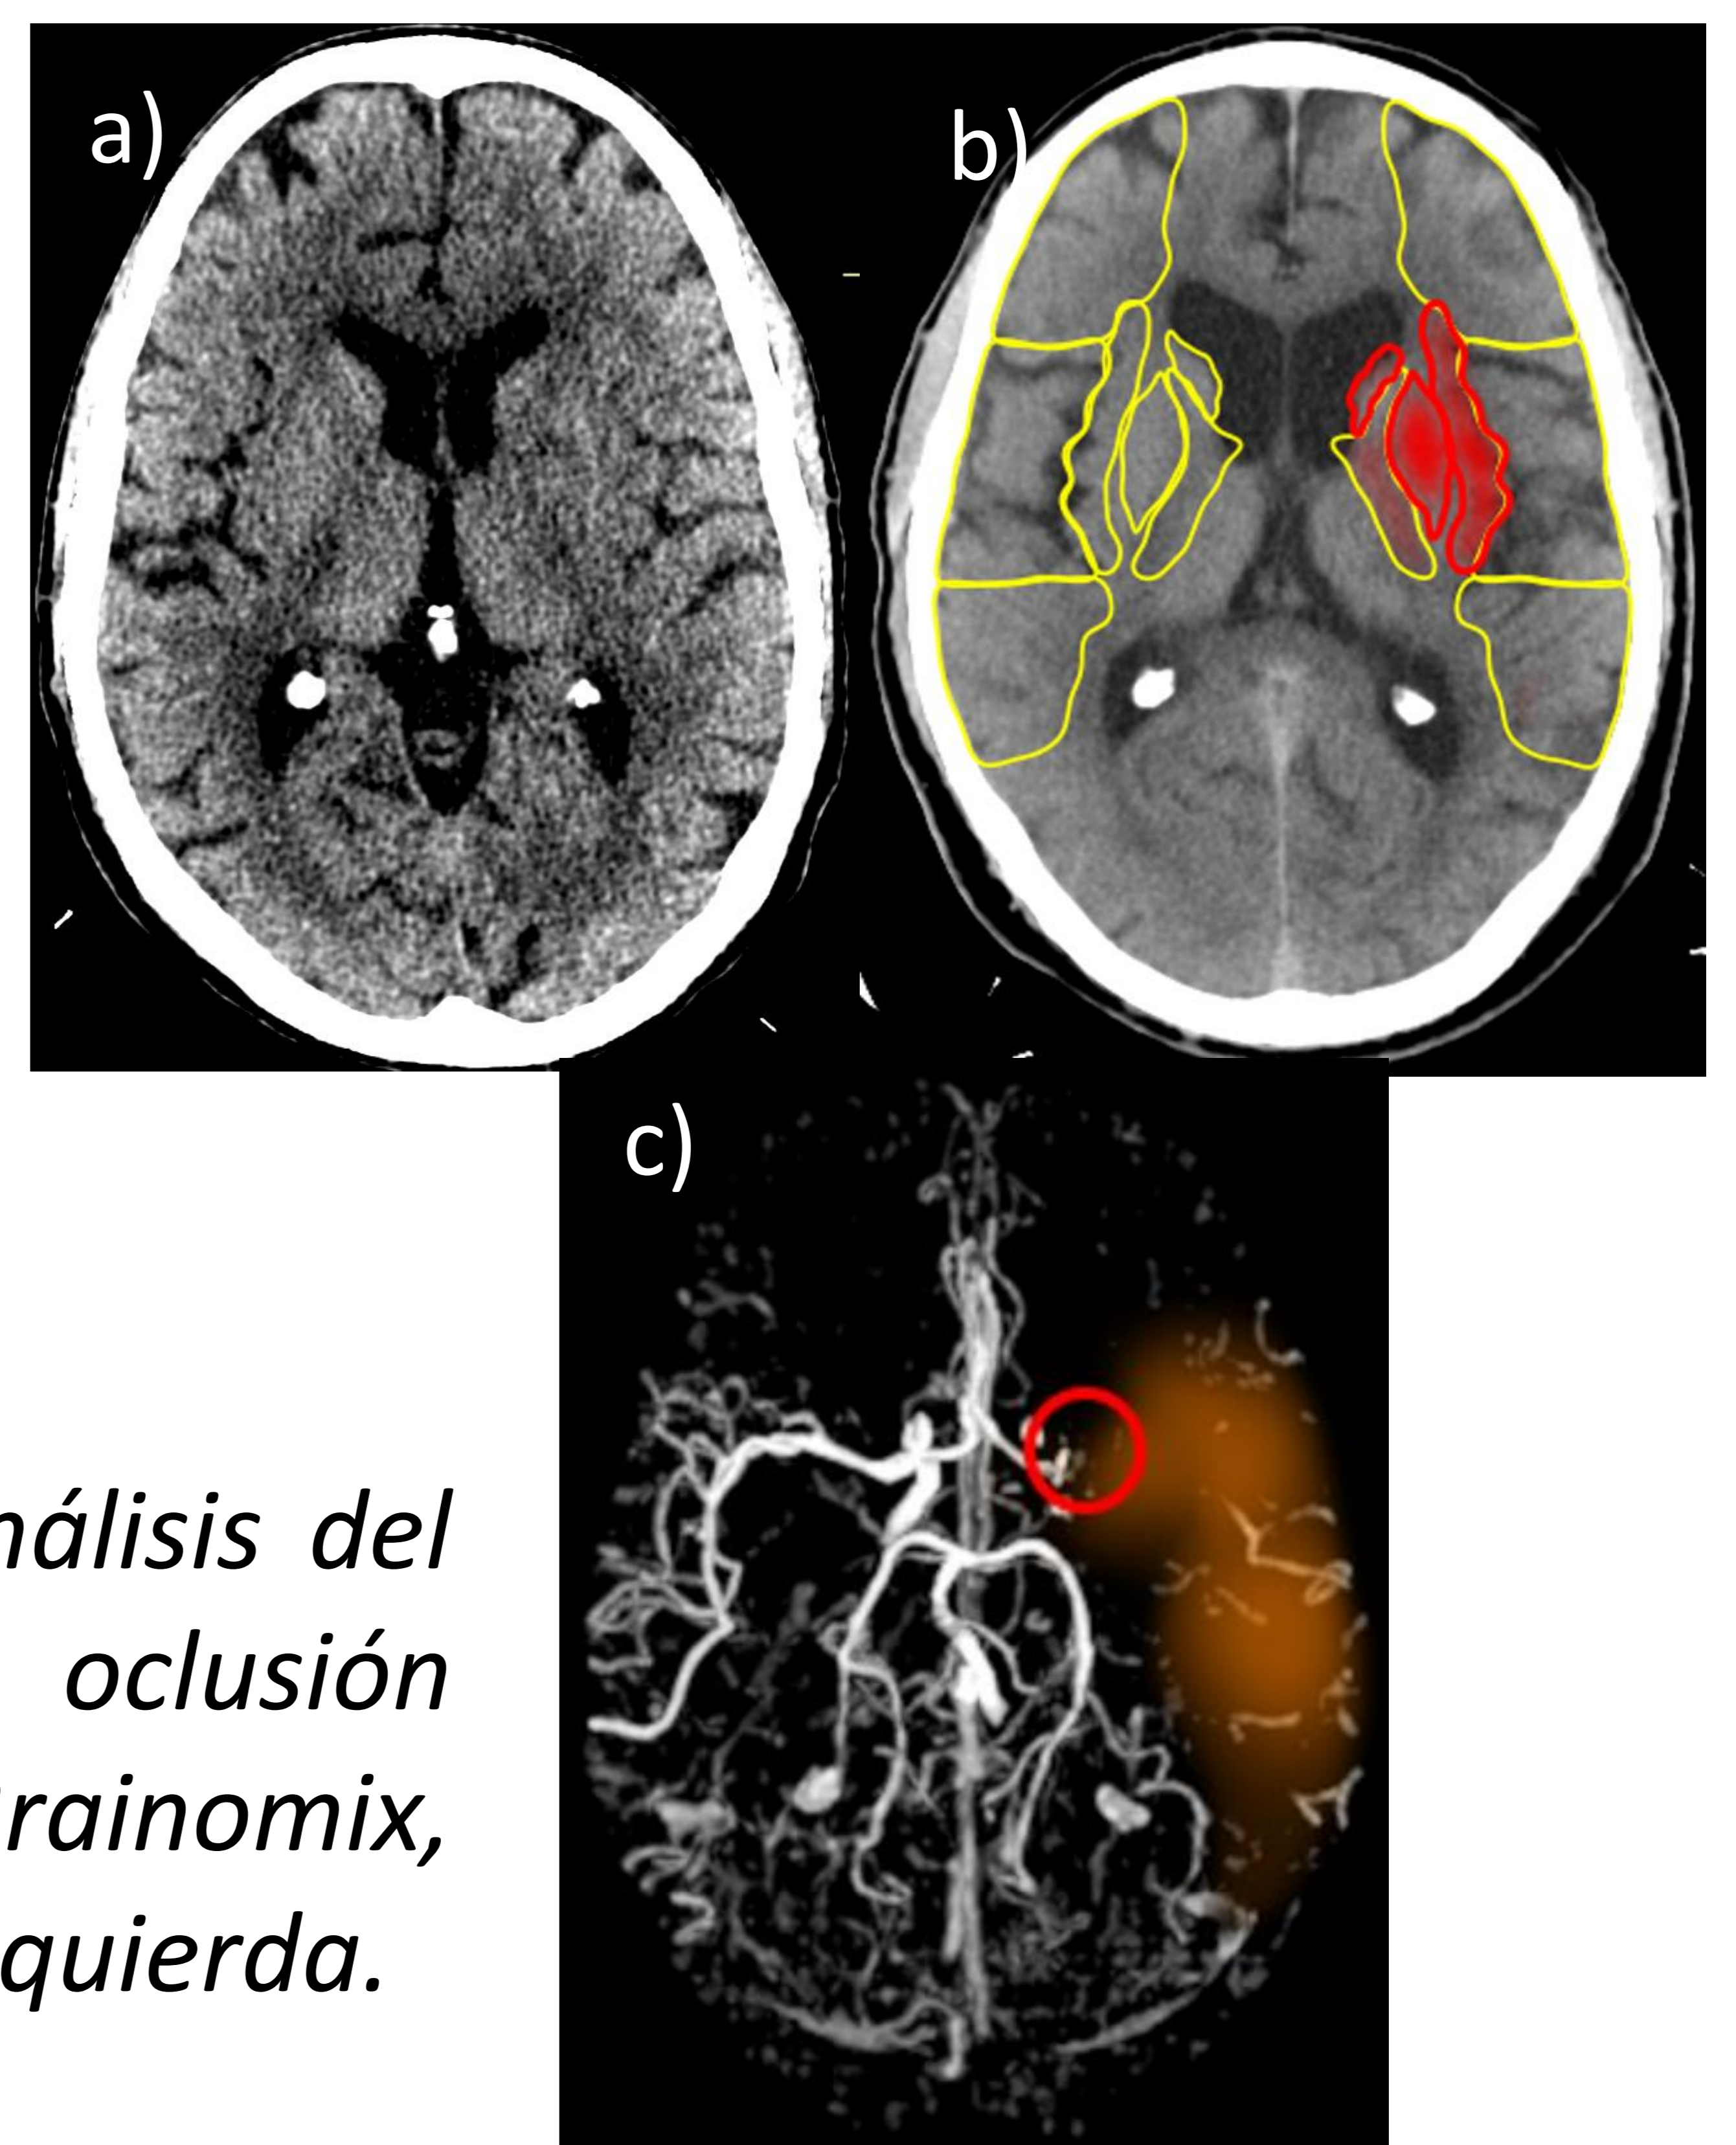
A) TC craneal sin contraste, B) Análisis del ASPECTS por Brainomix, C) AngioTC con oclusión vascular marcada con un círculo rojo por Brainomix, en un paciente con oclusión aguda de ACM izquierda.
